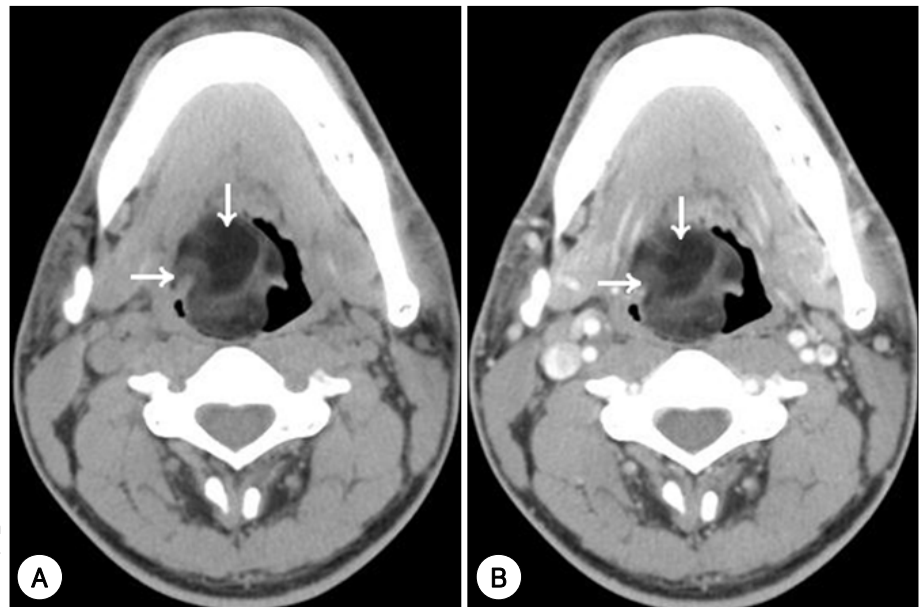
Axial CT shows the mass with fat attenuation arising from the epiglottis. A : Pre-contrast. B : Post-contrast.
